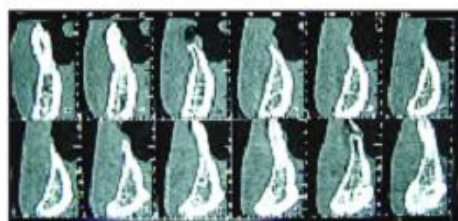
TAC da região mandibular onde se observa a perda do suporte alveolar
